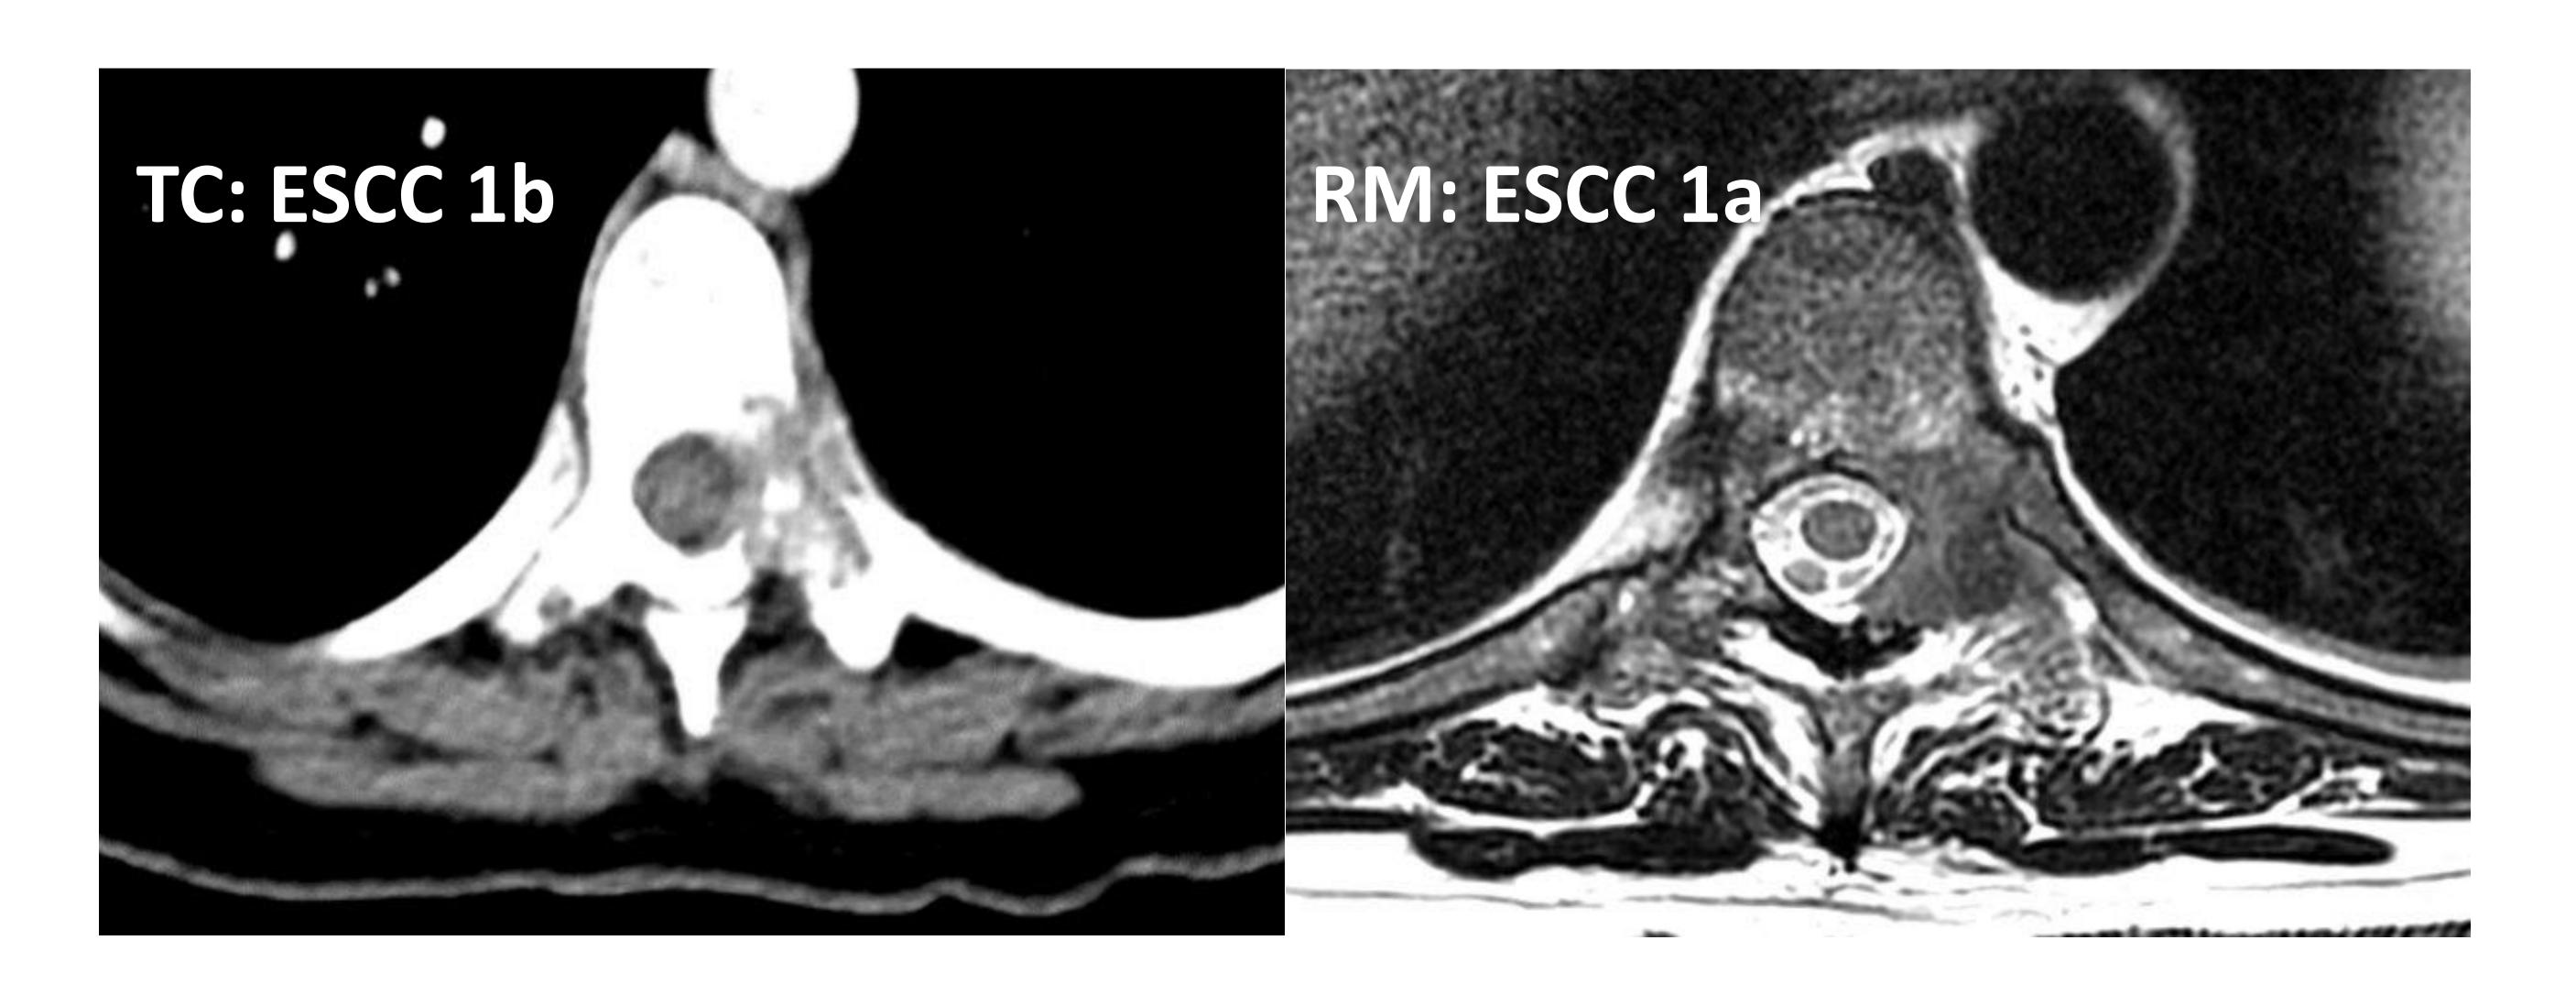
<u>Paciente 3</u>: los resultados de TC y RM no concuerdan: El TC ha sobreestimado la lesión, sin embargo, concuerdan en cuanto a grupo (ESCC 1), sin concordar en cuanto al subgrupo (1a,b,c); SINS 9 (Indeterminado)
